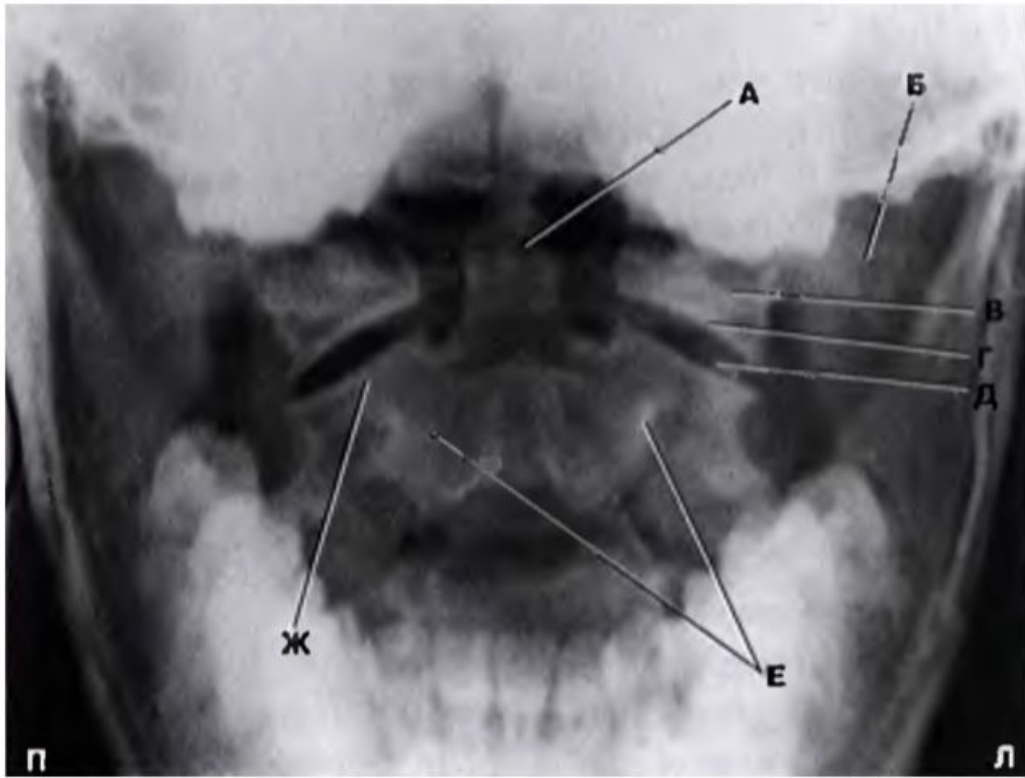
Рентгенограмма C1 и C2 в задней проекции с открытым ртом
